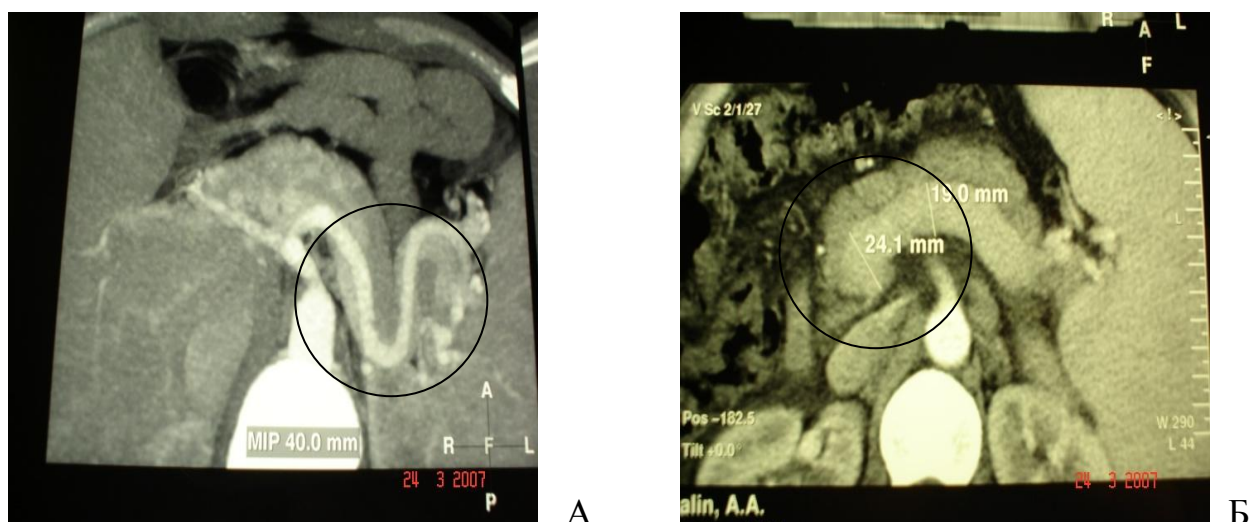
КТ с болюсным усилением. А – артериальная фаза, извитость и расширение селезеночной артерии; Б – венозная фаза, расширение селезеночной и воротной вен до 19 и 24,1 мм соответственно.
